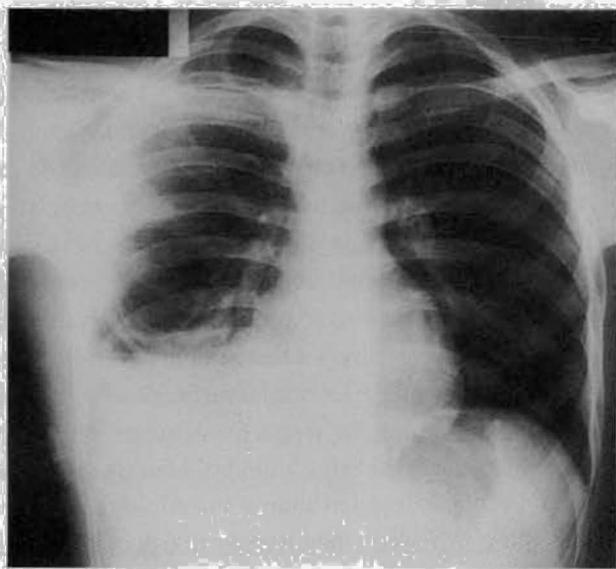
Telerradiografia do tórax mostrando hidropneumotórax à direita.
